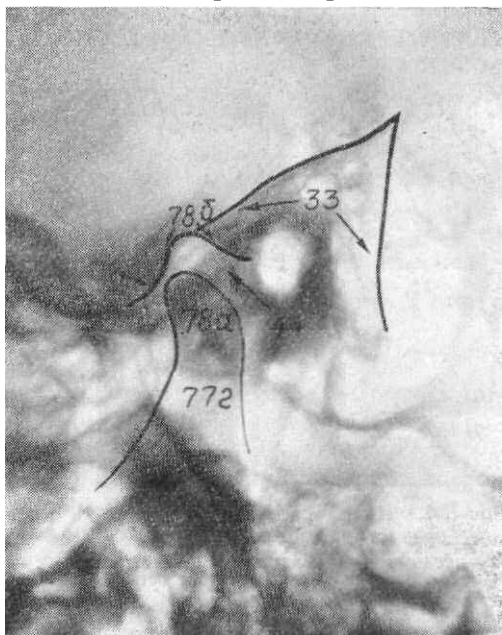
Рентгенограмма височной кости в косой проекции (по Шюллеру).
